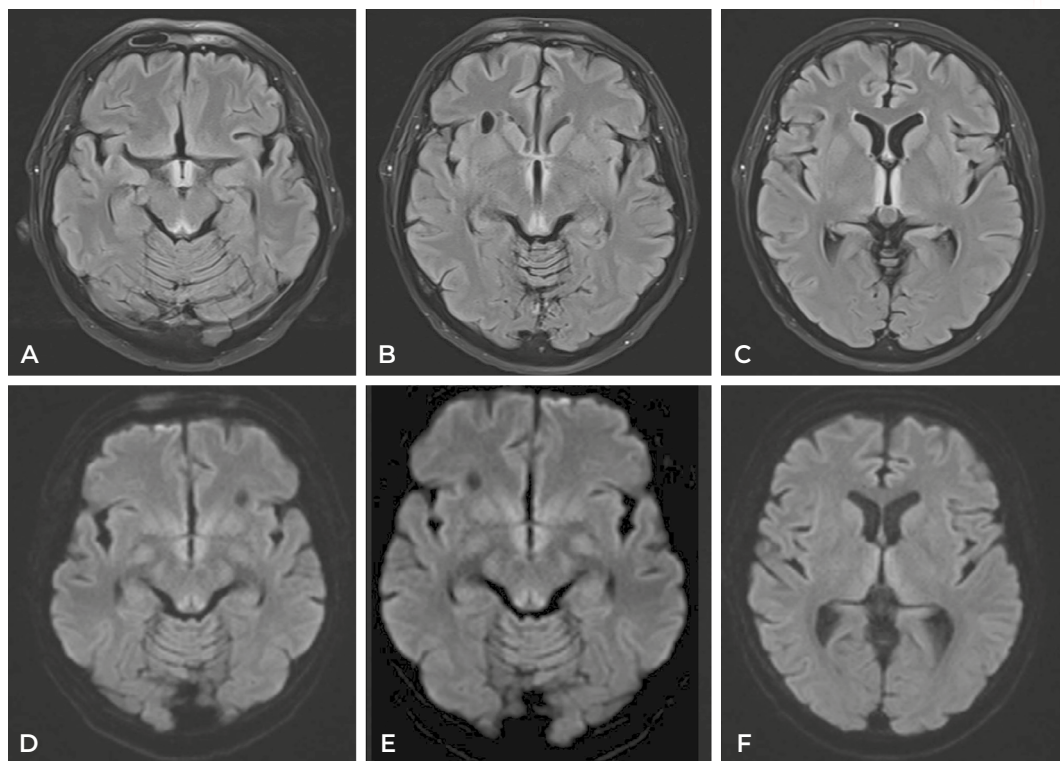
RM cerebral secuencia FLAIR (A, B, C) que muestra aumento simétrico de la señal en secuencia en sustancia gris periacueductal, hipotálamo, tálamos mediales, cuerpos mamilares y alrededor del tercer ventrículo, con alteración en la secuencia de difusión b1000 (D, E, F).
